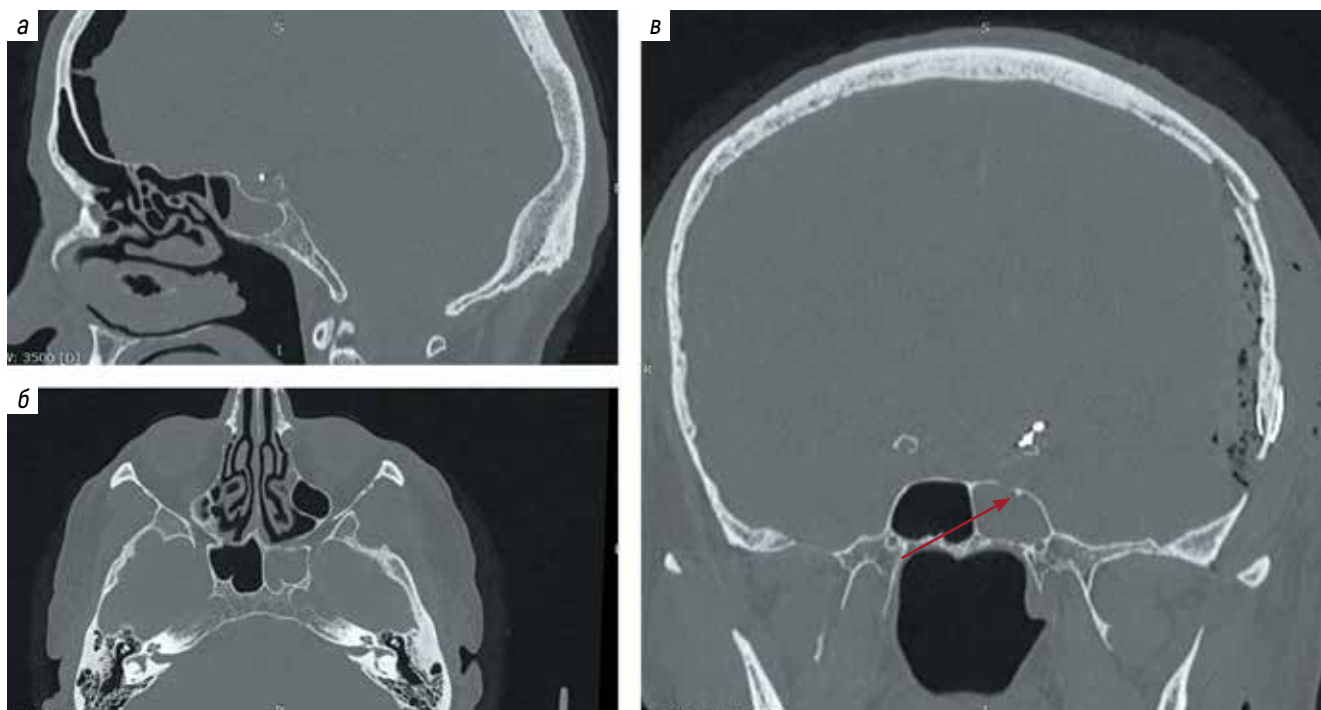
Компьютерная томография головного мозга в костном режиме: а – сагиттальная проекция; б – аксиальная проекция; в – фронтальная проекция. Уровень жидкости в левой половине клиновидной пазухи, костный дефект в области передней клиноидэктомии (указан стрелкой)
